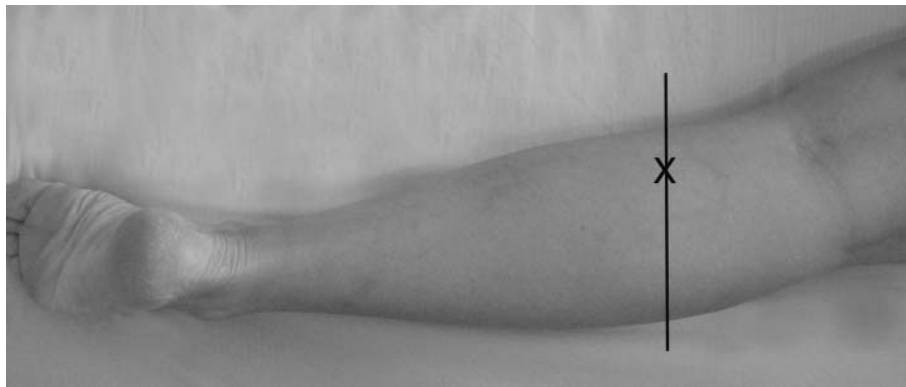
Querschnittsebene der Sonographie am punctum maximum des Schmerzes (mit X bezeichnet).
